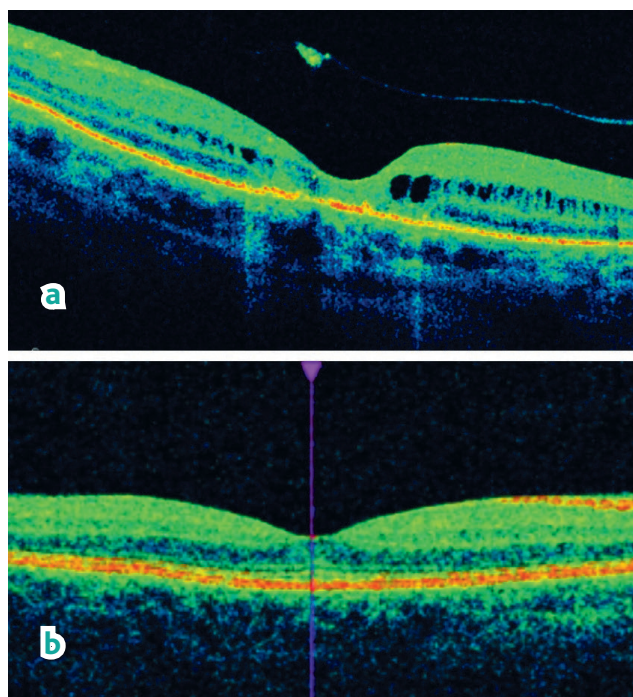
Данные оптической когерентной томографии. а) До лечения: кистозный отек в макулярной зоне, отслойка нейроретина. б) После трехкратного ИВВ ингибитора ангиогенеза: профиль сетчатки сохранен
